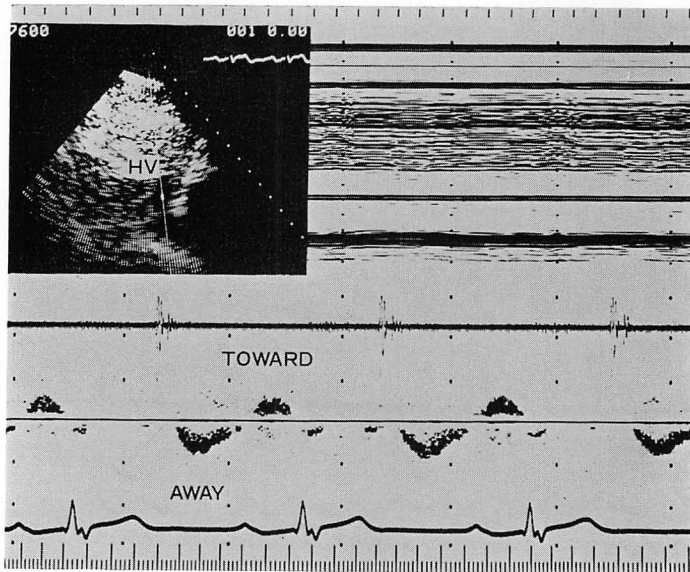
Doppler signal in the hepatic vein of a patient with mild to moderate tricuspid regurgitation (sinus rhythm).
